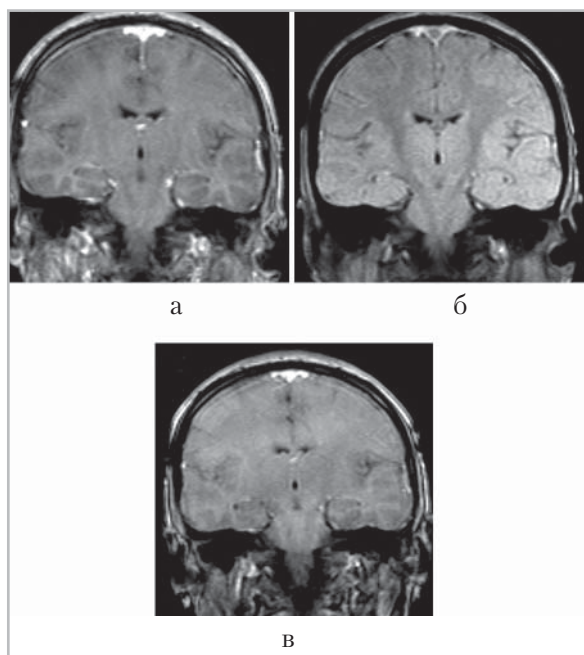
МР-томограммы головы той же пациентки (коронарные Т1-ВИ), выполненные после внутривенного контрастного усиления при поступлении в клинику (а), через 2 нед по нормализации клинической картины (б) и через 3 мес от начала заболевания (в). На 2-й нед лечения, при полном отсутствии жалоб на головную боль сохранялось накопление контрастного вещества в мозговых оболочках. Через 3 мес от начала заболевания накопление контраста в оболочках не прослеживается
